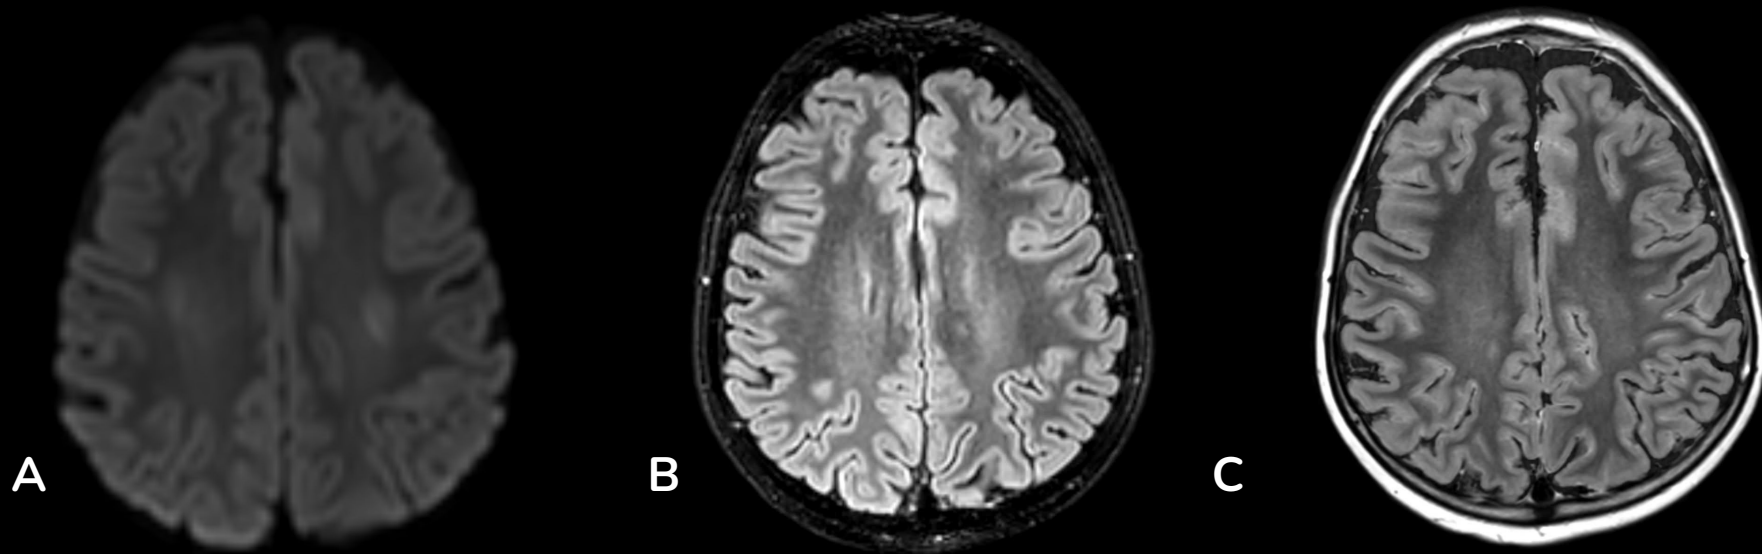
RM cerebral axial en secuencia DWI (A), FLAIR (B) y T2 (C) dónde se identifica una área de hiperintensidad bilateral en los centros semiovaes, sin afectación cortical ni signos de hemorragia, compatible, en el contexto clínico de la paciente, con neurotoxicidad por metotrexato.
